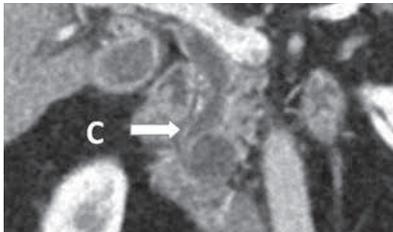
МСКТ с внутривенным контрастированием (С – компрессия дистального отдела холедоха с формированием внепеченочной билиарной гипертензии)
